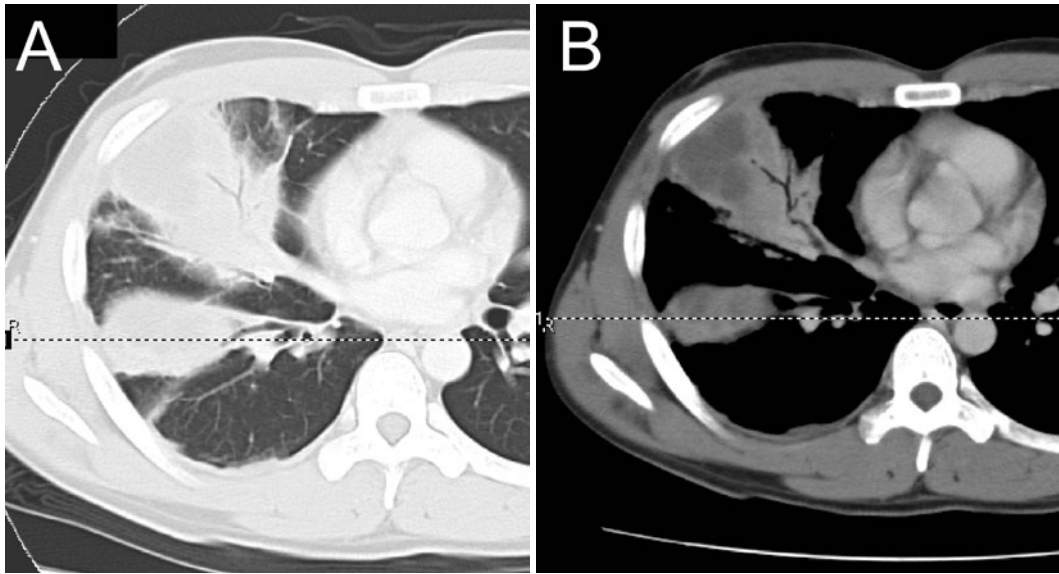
Axial sections of contrast-enhanced computed tomography show consolidation (A) with low attenuation areas (B) in the middle and lower lobes on the right lung.
